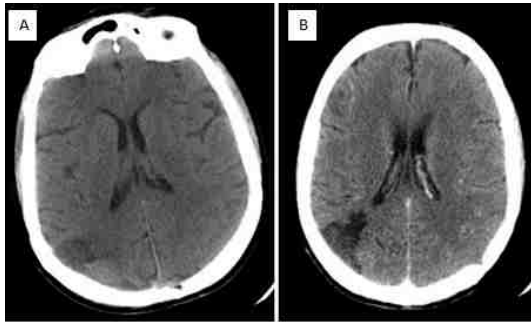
TAC Cerebral de control post operatorio al mes. (A) Se observa malacia en zona de exéresis de lesión. (B) no se observa captación de contraste
